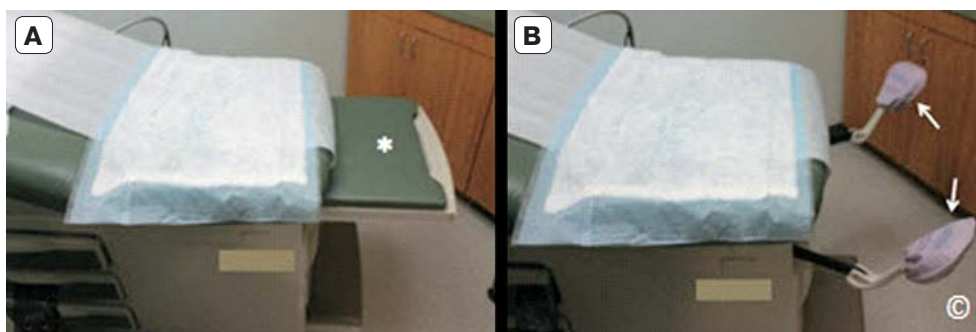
Стол для ультразвукового обследования с выдвигающей нижней секцией (звездочка) (А) и опорами для ног (стрелки) (В), которые позволяют при необходимости проводить трансвагинальное УЗИ.
